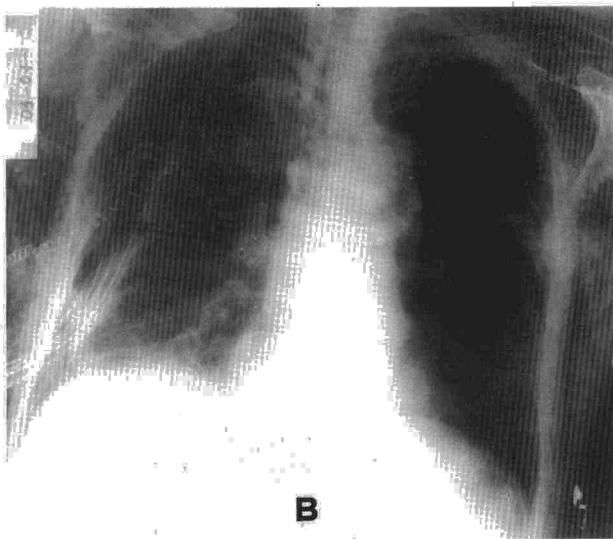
A: radiografía de tórax del primer paciente antes de la neumorreducción. Obsérvese la severa hiperinsuflación. B: radiografía de tórax del mismo paciente después de la neumorreducción. Obsérvese la disminución de la hiperinsuflación y en especial el cambio en la disposición del diafragma.
